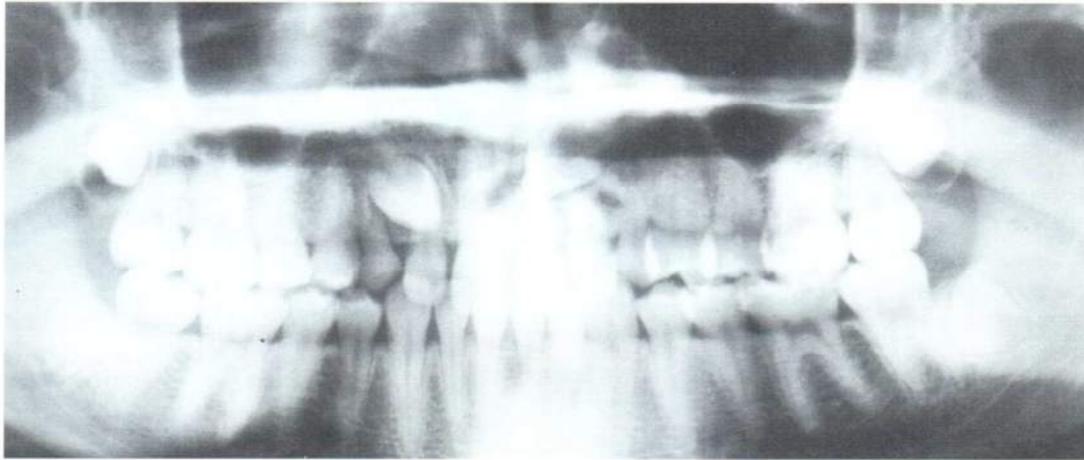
Esame ortopantomografico delle arcate dentali: si rileva l'inclusione del 13 e del 23
